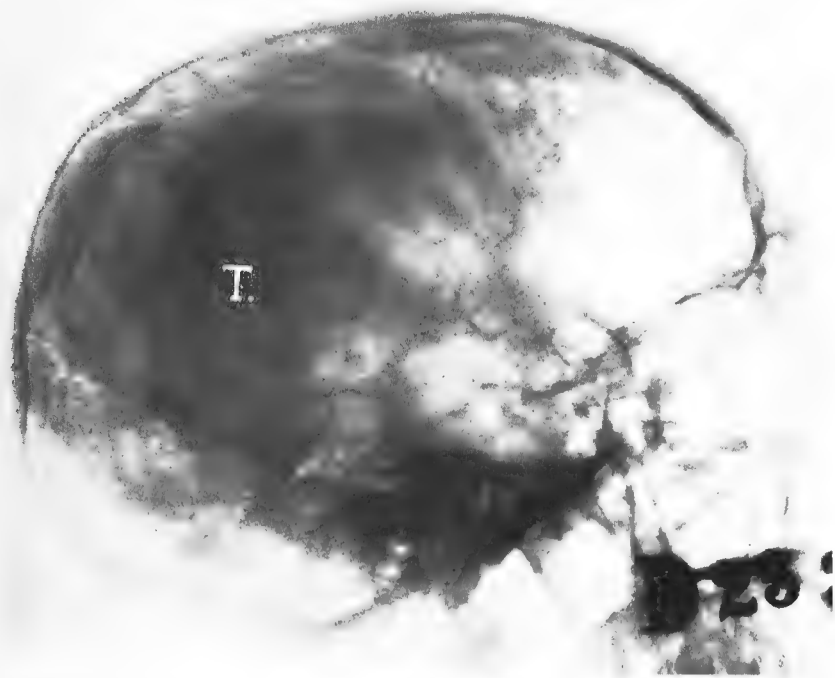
Radiographie du même cas de la figure 7 obtenue 4, 5 secondes après l'artériographie. La circulation veineuse du cerveau a presque disparu. On voit la circulation capillaire de la tumeur.
